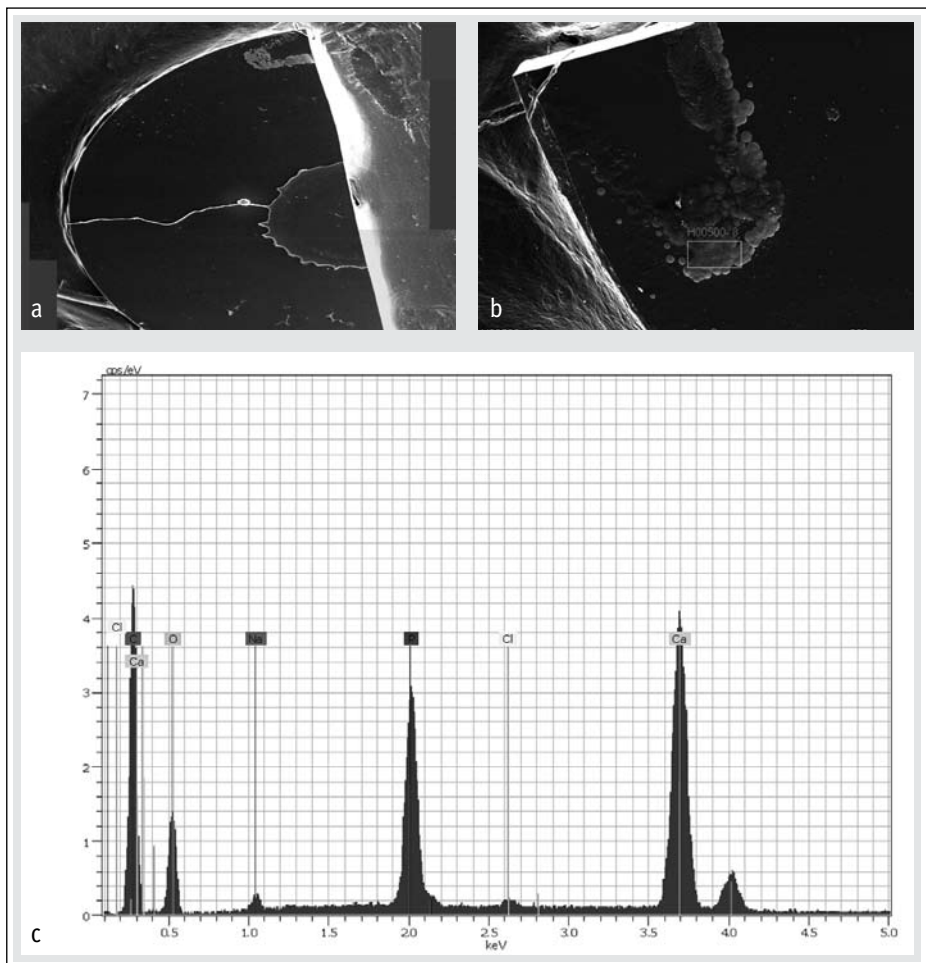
Explantierte IOL Nr. 3, a) granuläre Ablagerungen an der Optikvorderfläche, b) raue Oberfläche der kugelförmigen Gebilde, c) Röntgenspektroskopie
